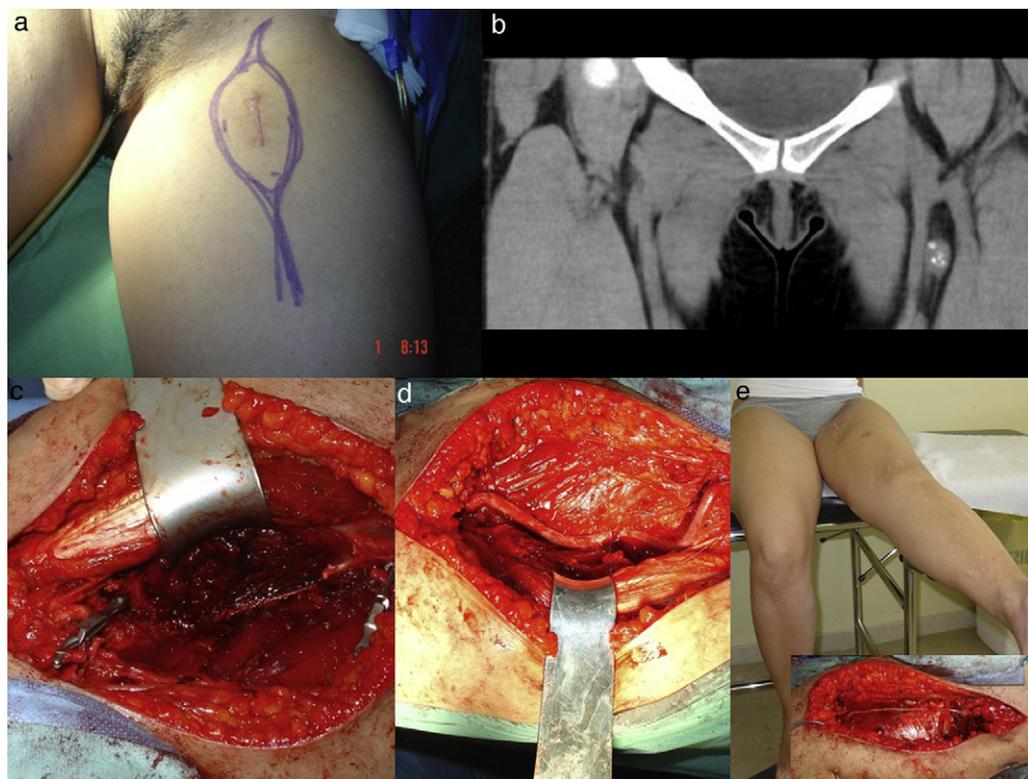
Sarcoma sinovial del muslo. a) Diseño prequirúrgico de abordaje. b) Imagen coronal de TAC con masa heterogénea sobre paquete vascular femoral. c) Detalle de la resección radical. d) Reconstrucción vascular con safena magna contralateral. e) Detalle de la reconstrucción del nervio crural con injerto sural y adecuada extensión a los 12 meses del postoperatorio.
